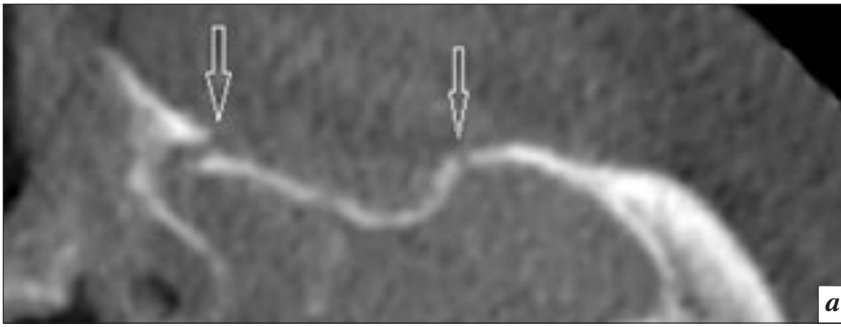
Компьютерные томограммы, MPR в аксиальной плоскости: *a* – КЛКТ; *б* – МСКТ. Адекватная визуализация перелома передней стенки верхнечелюстной пазухи (стрелки) при использовании обеих методик.
